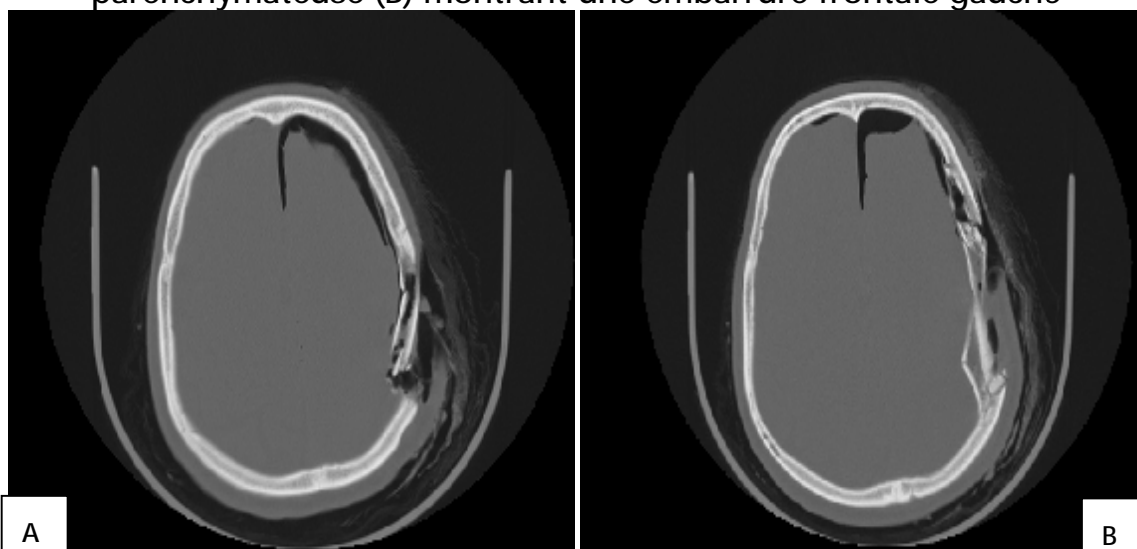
TDM cérébrale en coupes axiales, fenêtres osseuse (A et B) et parenchymateuses (C et D) montrant une embarrure pariétale gauche avec une pneumocéphalie diffuse (en faveur d'une PCC).
